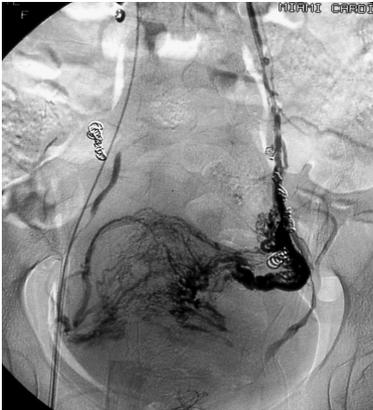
Flebotomografía que muestra un varicocele pelviano izquierdo.
